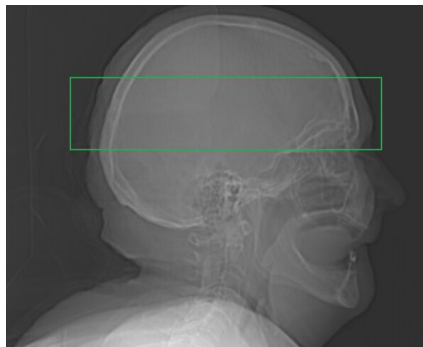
КТ-перфузия головного мозга, топограмма в боковой проекции для разметки при КТ-перфузии головного мозга (зеленый прямоугольник)
